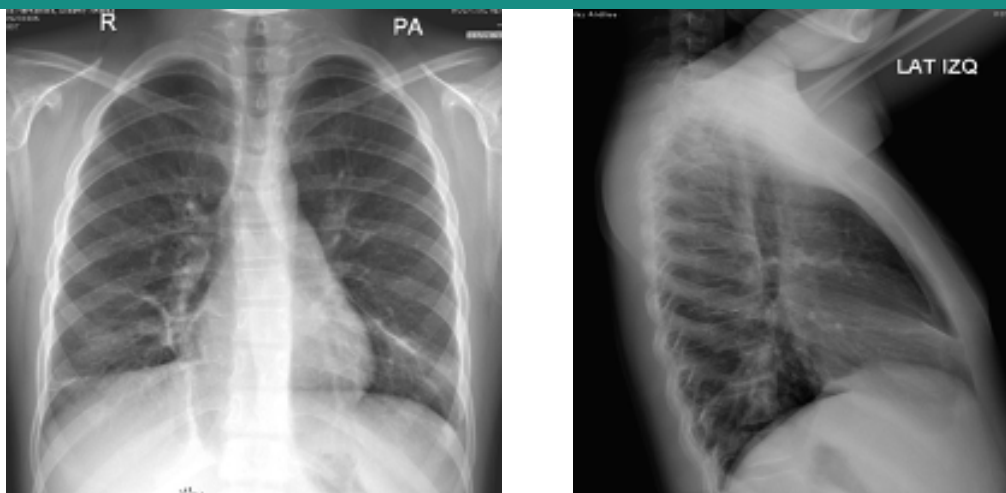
Radiografía de Tórax Posteroanterior y Lateral
